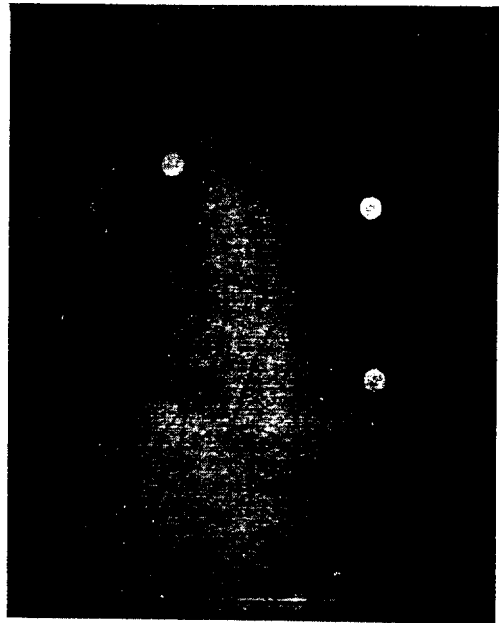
Chest X-ray, AP view after permanent pacemaker implantation in Case II.
